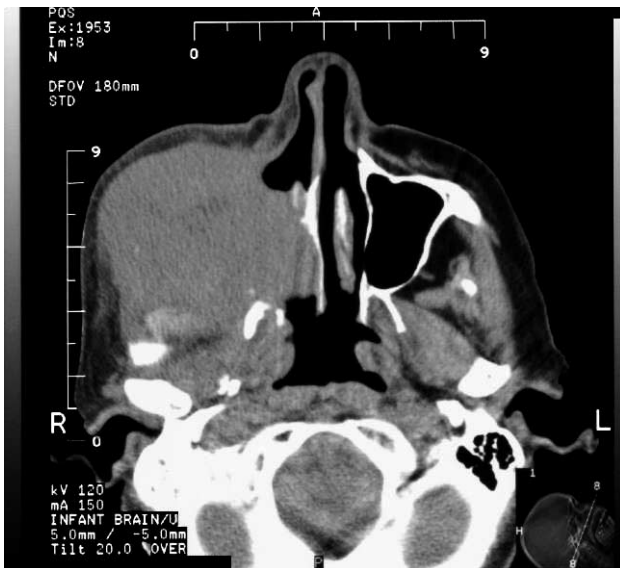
КТ в аксиальной проекции. Визуализируется новообразование, распространяющееся в полость правой верхнечелюстной пазухи, полость носа, крылонебную и подвисочную ямки.
